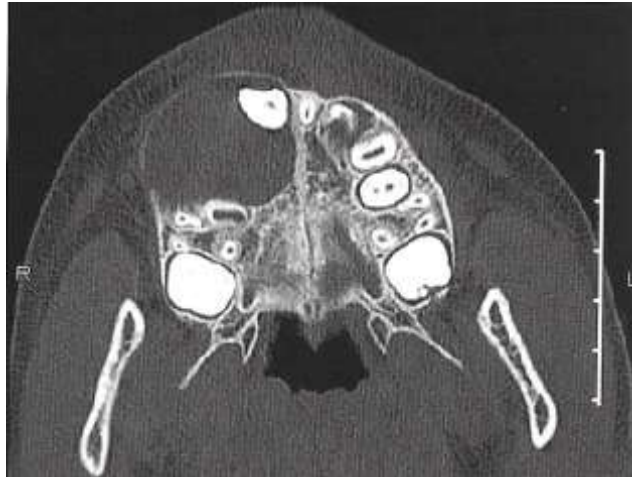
TC de quisto dentífero com um dente incluído, imagem axial.
